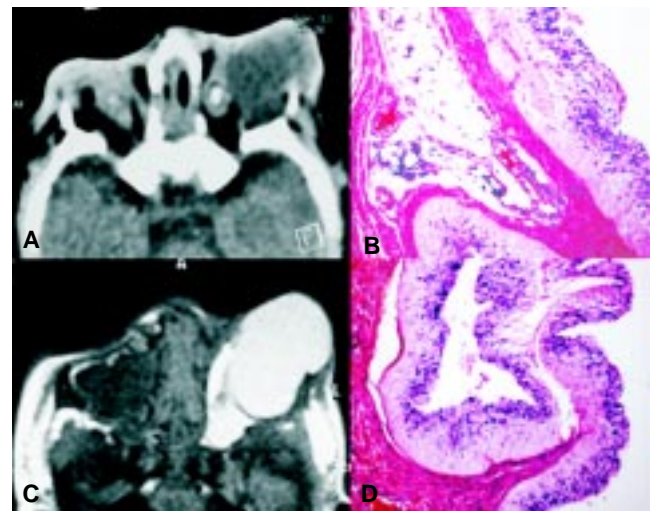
A) Corte axial de Tomografía Computarizada simple de órbitas en donde se observa una lesión ocupante de espacio hipodensa orbitaria izquierda que se extiende a la región conal ipsilateral. B) El quiste está formado por retina desorganizada y tejido conectivo denso, en la porción externa se observa tejido adiposo con infiltrado focal por linfocitos. (Tinción HE 200x). C) Corte axial STIR de Resonancia Magnética con lesión orbitaria izquierda hiperintensa compatible con contenido líquido. D) Quiste, tejido adiposo e infiltradolinfocitario (Tinción HE 200X).
